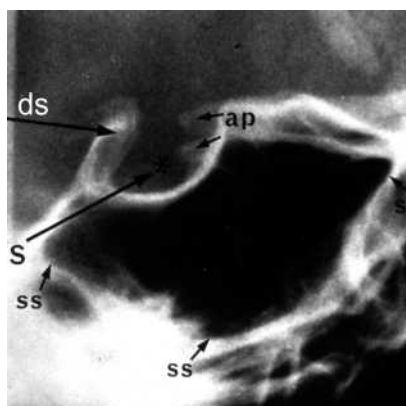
Umgebung des Sella-Punktes am mazerierten Schädel von seitlich und frontal, Sella im Fernröntgenbild. Konstruktion des Punktes Sella als Halbierung des größten Durchmessers der Sella turcica.
